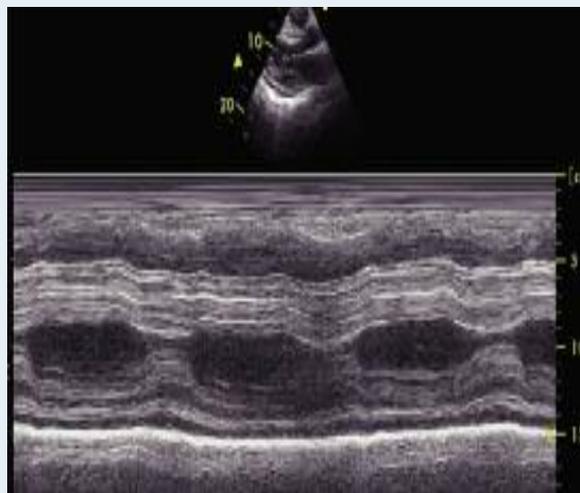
Aspect stratifié du septum interventriculaire en coupe parasternale grand axe mode TM.
